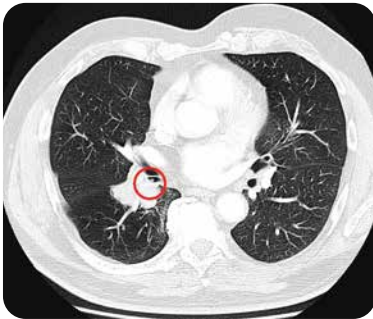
Computertomografie:
